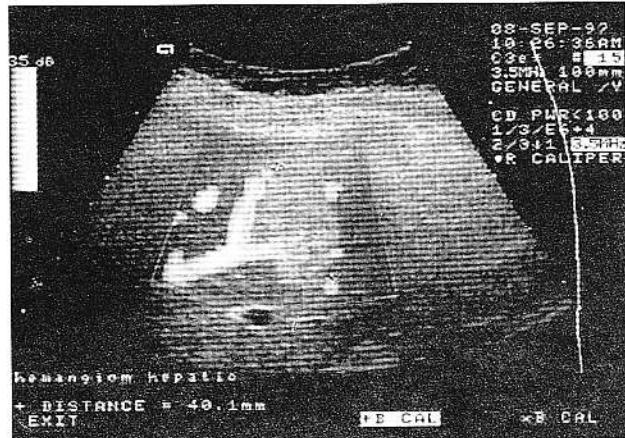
Ecografie power Doppler : venă hepatică.
